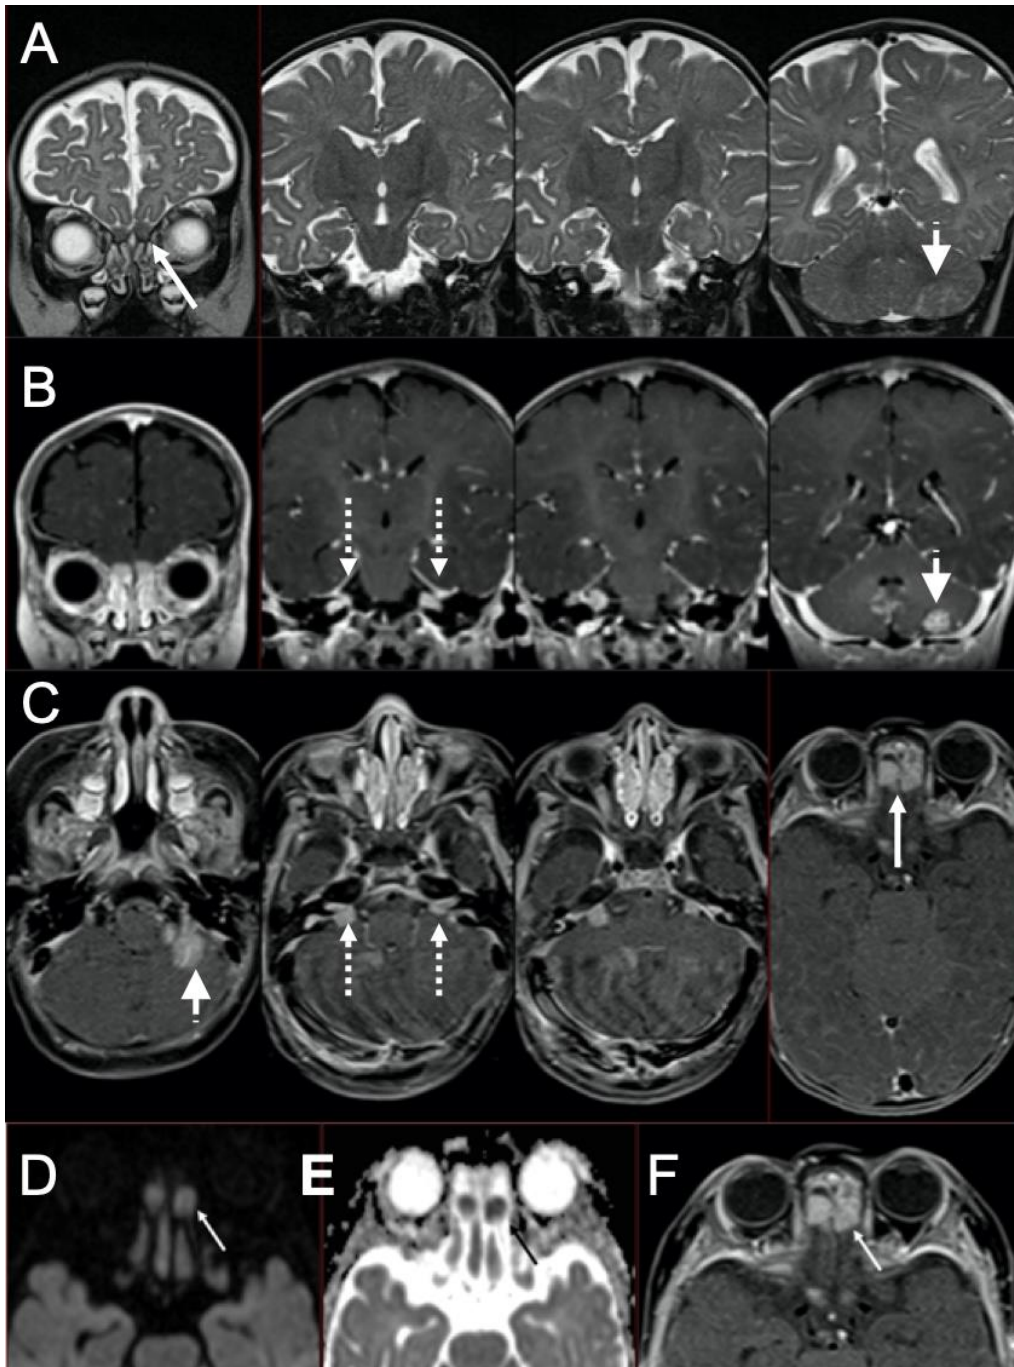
Cas 1 : Nourrisson de 4 mois, en cours de traitement d'entretien d'une LAM de type 5 (sur Blueberry Muffin syndrome) néo-natale : paralysie faciale gauche. L'IRM met en évidence une lésion intra-parenchymateuse cérébelleuse inférieure gauche (pointe de flèche) en hyposignal T2 (A) et se rehaussant de façon homogène après injection (B et C). Il s'y associe une atteinte des bulbes olfactifs (flèches pleines), en hypersignal diffusion (D) avec restriction sur la cartographie ADC (E), se rehaussant de façon homogène après injection (F). Il existe aussi une atteinte des paquets acoustico-faciaux (flèches en pointillé) qui se rehaussent (B, C) après injection. A noter que la substance blanche sus-tentorielle est en hypersignal T2 en rapport avec l'absence de myélinisation chez les nourrissons de cet âge. La ponction lombaire confirme l'envahissement du LCS. Il s'agit donc d'une rechute méningée de la LAM 5 avec leptoméningite carcinomateuse leucémique et atteinte parenchymateuse de contiguïté.
